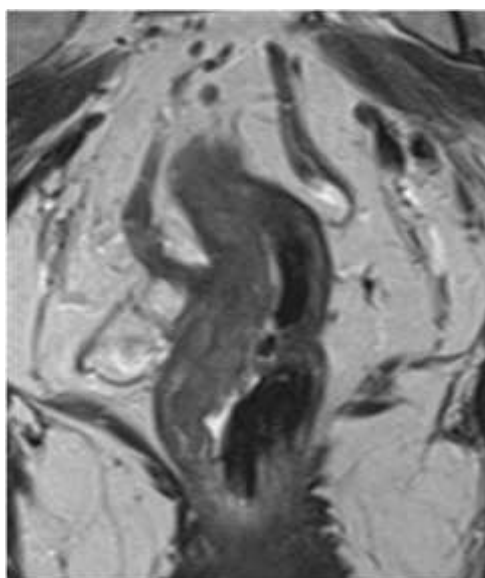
RM coronal pélvica T2W en una mujer de 37 años con cáncer de recto e IVEM del lado izquierdo.
